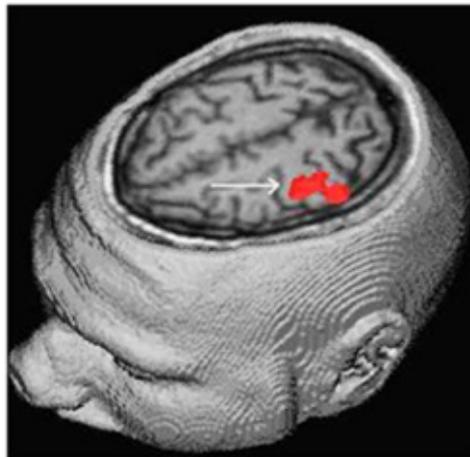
Reconstrucción 3D de imagen funcional por resonancia magnética (fMRI)
